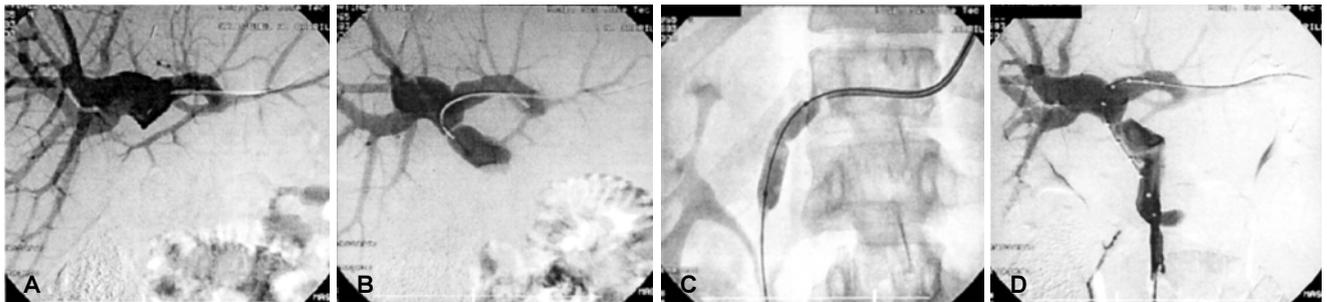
(A y B) Venografía portal transhepática que muestra y confirma la estenosis observada en el Doppler. (C y D) Dilatación con balón y venografía de control que muestra estenosis residual.
